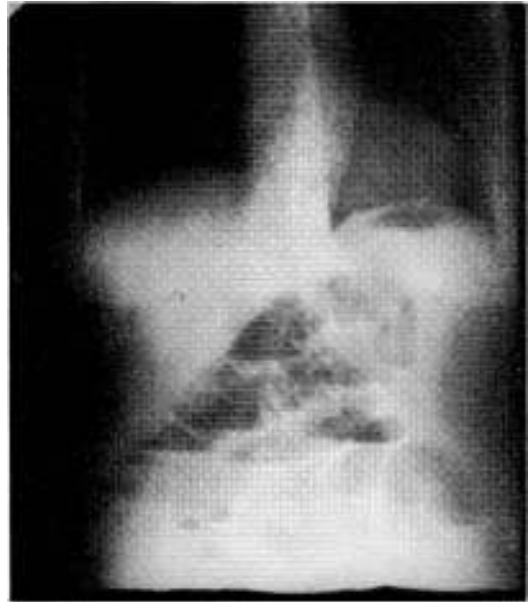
Radiografía de pie.
